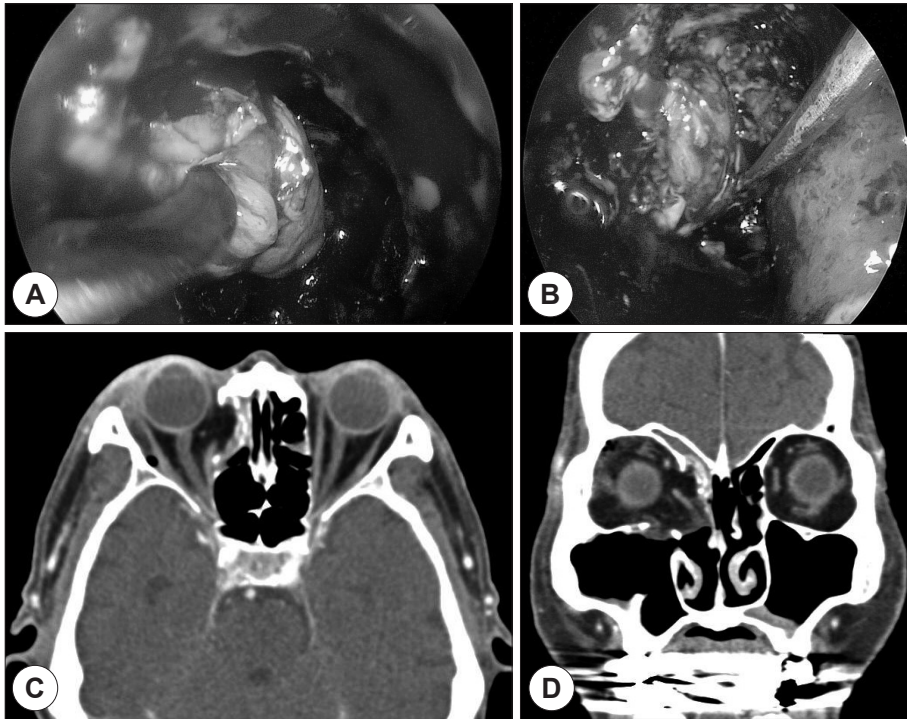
Endoscopic and CT findings of orbital decompression. A : Medial orbital wall decompression was performed. The incisions of medial periorbital were made parallel to direction of the medial rectus muscle with sickle knife. B : Inferior orbital wall decompression was performed via Caldwell-Luc approach. After a medial half of the inferior wall of right orbit was removed with drill, The incisions of inferior periorbital were made parallel to direction of the inferior rectus muscle with sickle knife. C : Postoperative CT findings. (axial) The emphysema and abscess in lateral portions of the right orbit were improved, and proptosis was decreased. Orbital fat was herniated to right ethmoid cavity. D : Postoperative CT findings. (coronal) Orbital fat was herniated to right ethmoid and maxillary cavity.
